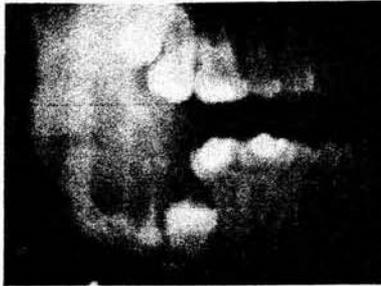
Radiografía panorámica que muestra el patrón característico del mixoma en "panal de abeja", radiotransparencia borrosa con fragmentos de hueso trabecular.
